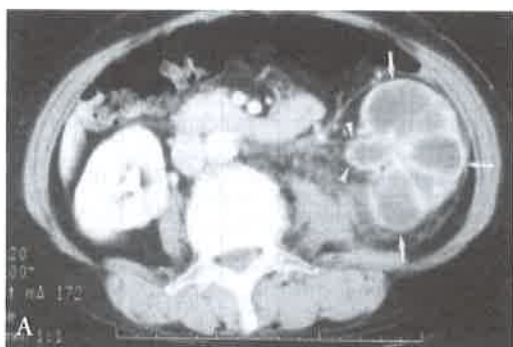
Tomografia computadorizada. Paciente do sexo feminino, 65 anos. A) Rim esquerdo não-funcionante com cálices renais dilatados. B) Ureter esquerdo com parede de maior densidade<sup>42</sup>.
